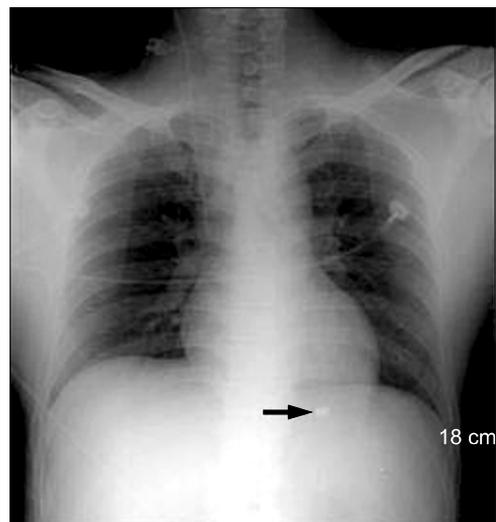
Chest radiograph shows a bullet over cardiac silhouette.
